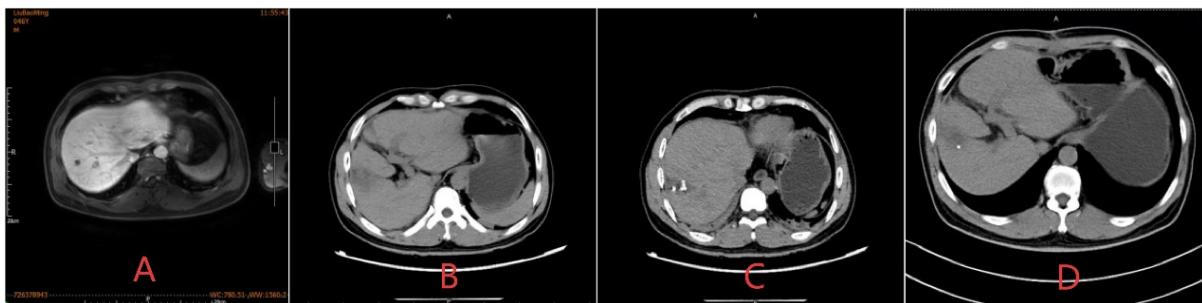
Upper abdominal CT images of HAML patients. (A) Preoperative MR enhancement; (B) Preoperative enhanced CT; (C) Enhanced CT one week after operation; (D) Postoperative CT scan at one month
